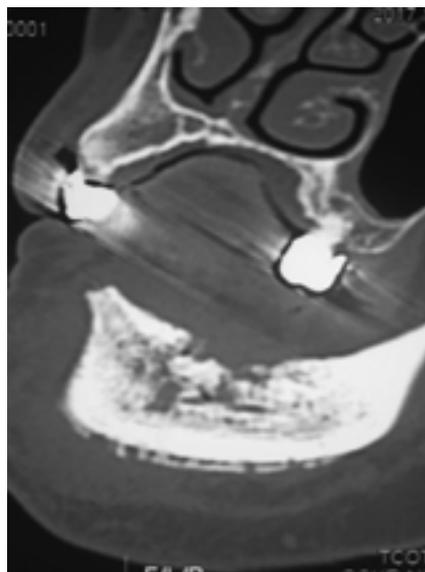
КТ нижней челюсти того же пациента, сагиттальный срез.
